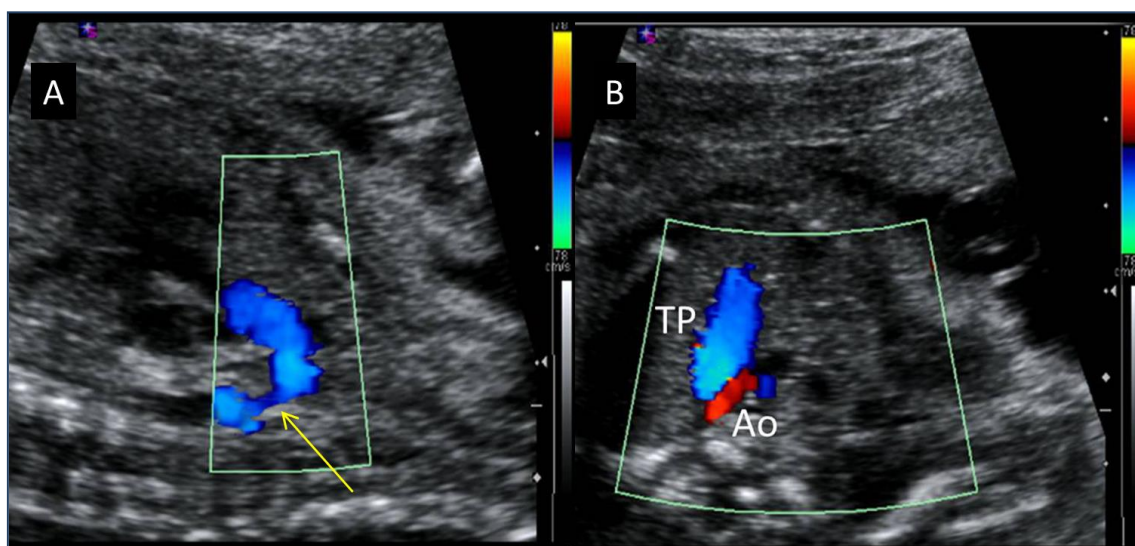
Imágenes que muestran un arco aórtico con doppler color en el que se identifica en (A) una zona de estrechamiento distal a nivel del istmo (flecha) y en (B) flujo revertido desde el ductus en el arco aórtico en un feto con coartación de aorta. Ao: arco aórtico, TP: tronco pulmonar.
